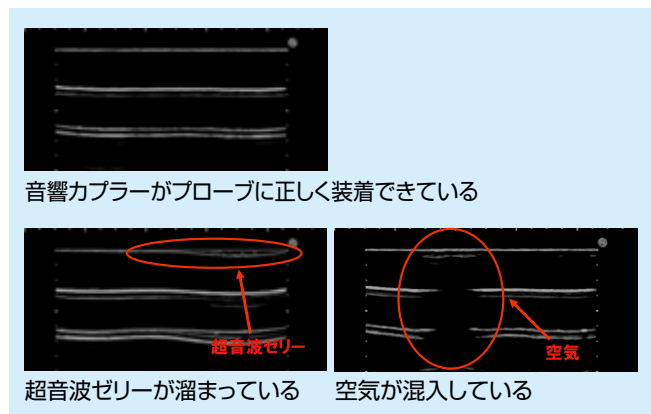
正しく装着された場合と超音波ゼリー、空気が混入した場合のBモード像の比較
